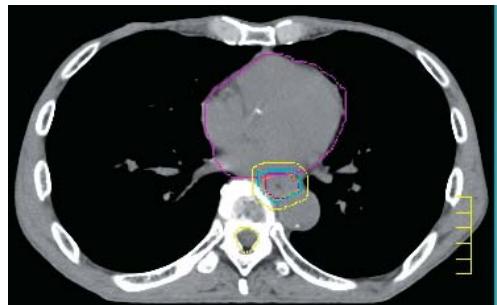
CT-PETイメージフュージョン法による治療範囲の決定
